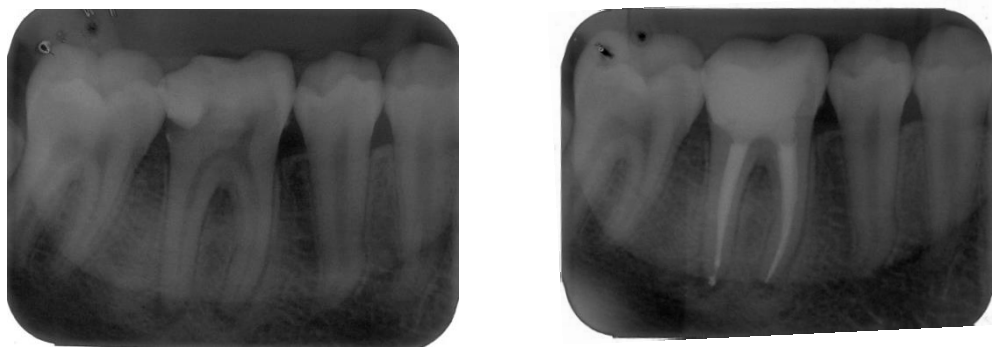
(a e b): Radiografia periapical inicial e final do tratamento endodôntico do dente 46
